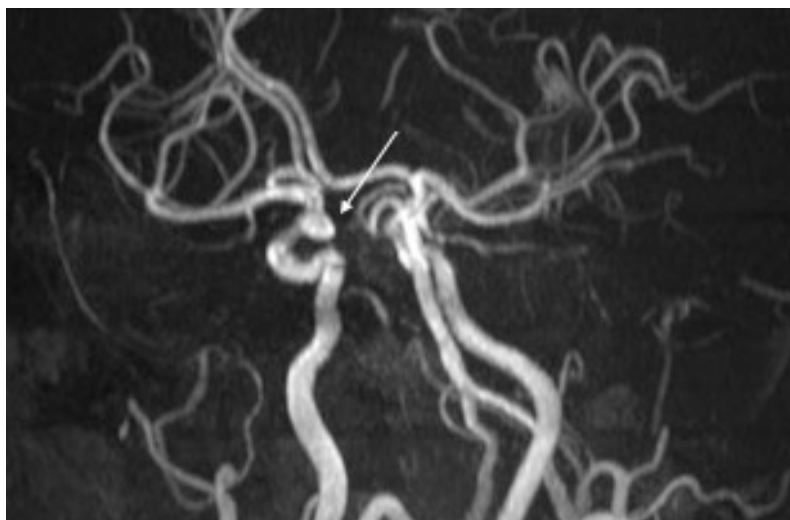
Beispiel einer CTA-Aufnahme mit einem Aneurysma im vorderen Circulus arteriosus willisii (weißer Pfeil).
